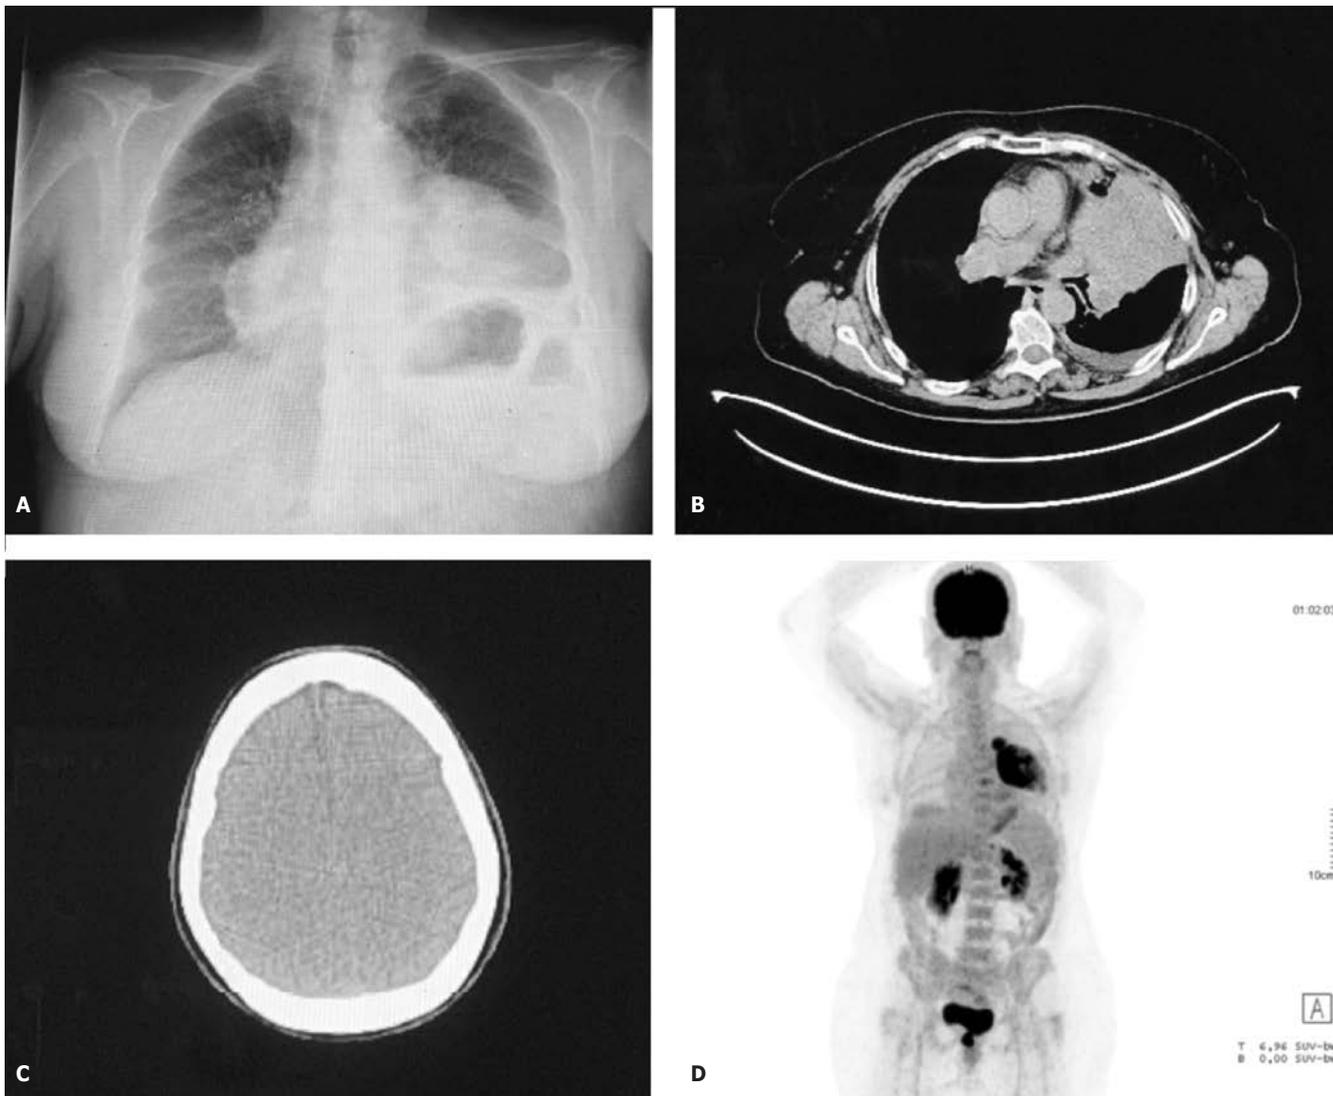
A) Radiografía de tórax PA, donde se objetiva masa a nivel de LSI. B) PET-TC, corte axial tórax, donde se objetiva masa a nivel de LSI. C y D) PET-TC, corte axial y coronal, donde no se objetivan lesiones a distancia.
